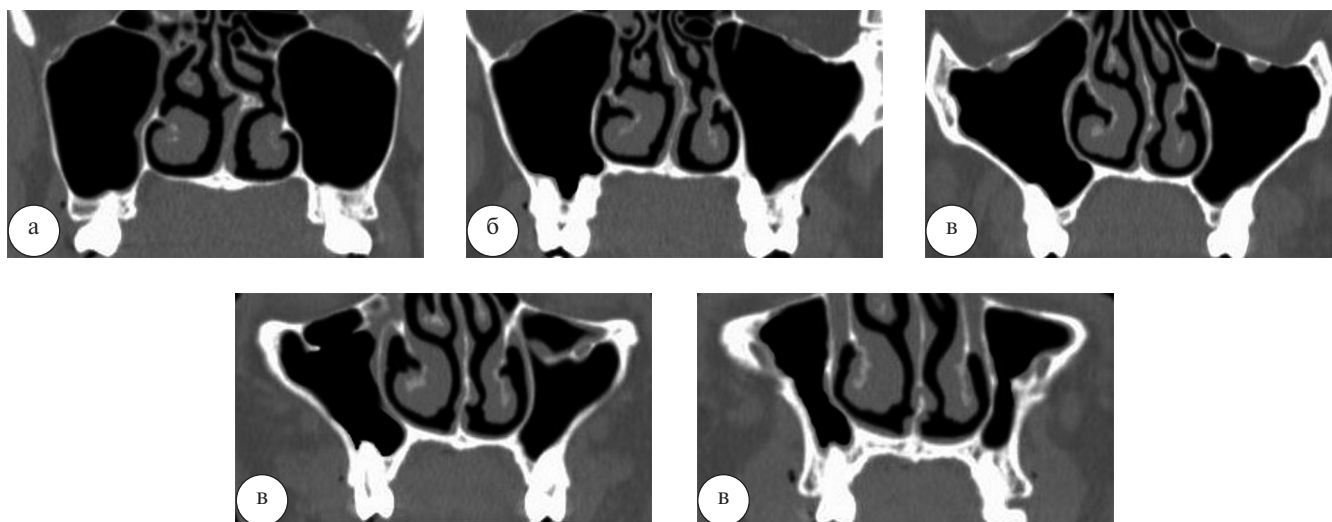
КТ пациента Б. в коронарной проекции. Изменение формы верхнечелюстных пазух на уровне различных зубочелюстных сегментов: а — 8-го сегмента; б — 7-го сегмента; в — 6-го сегмента; г — 5-го сегмента; д — 4-го сегмента
